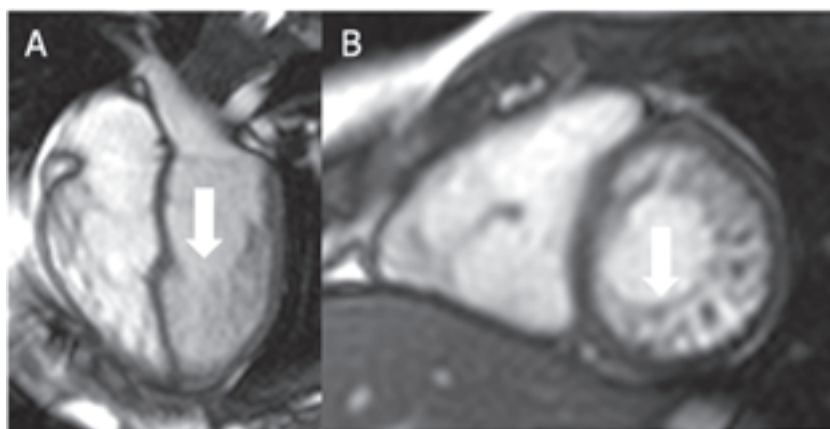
Imagens obtidas em eixo longo (4 câmaras) (A) e em eixo curto (B), demonstrando aumento da trabeculação do ventrículo esquerdo na porção médio-apical (setas brancas) pela cinerressonância em paciente com miocárdio não-compactado.
